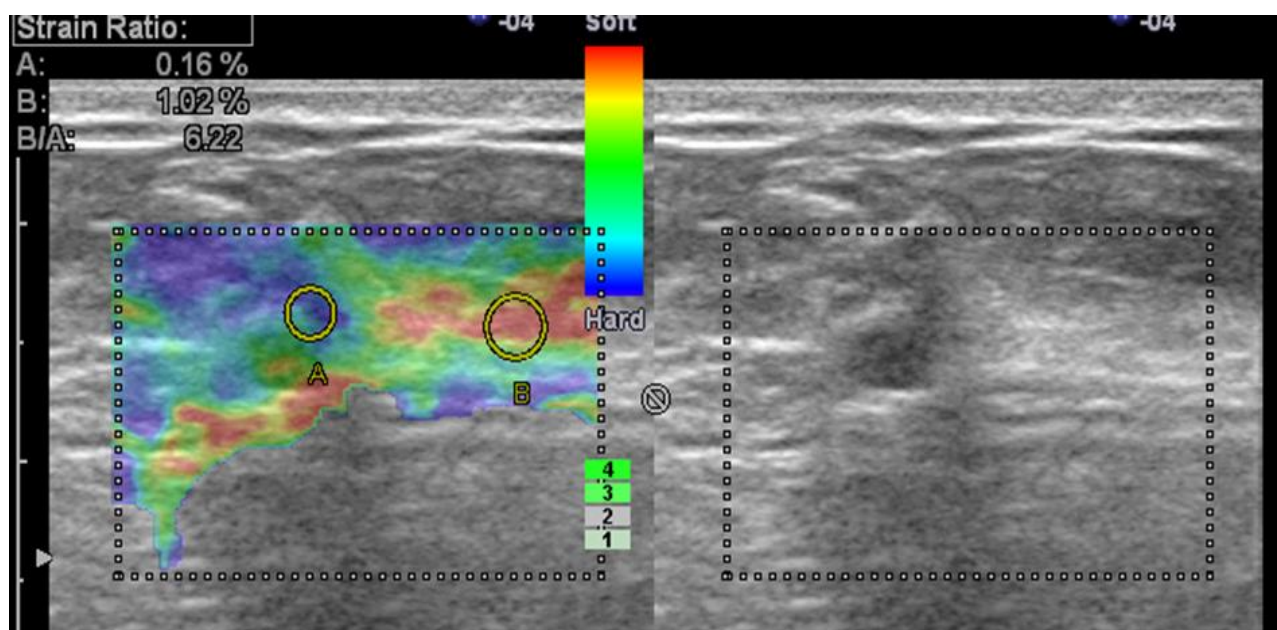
Invasive ductal carcinoma in 50- year- old woman. Left B-mode of our sonographic image that shows a lesion with a poorly defined contour, which was classified as BI-RADS 5 (highly suggestive of malignancy). Right sonoelastographic image showing a predominately blue lesion with random red points and green surrounding areas. The sonoelastographic strain index of the lesion was 6.22 at the same breast tissue depth as the reference point.
